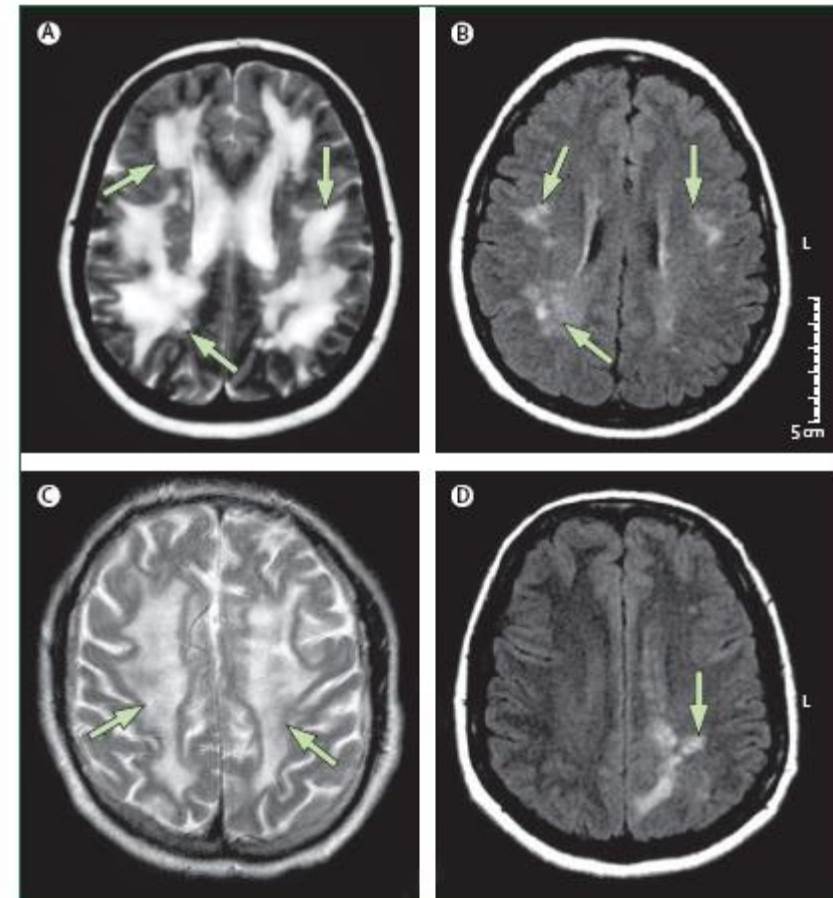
MRI in four patients with gluten encephalopathy
